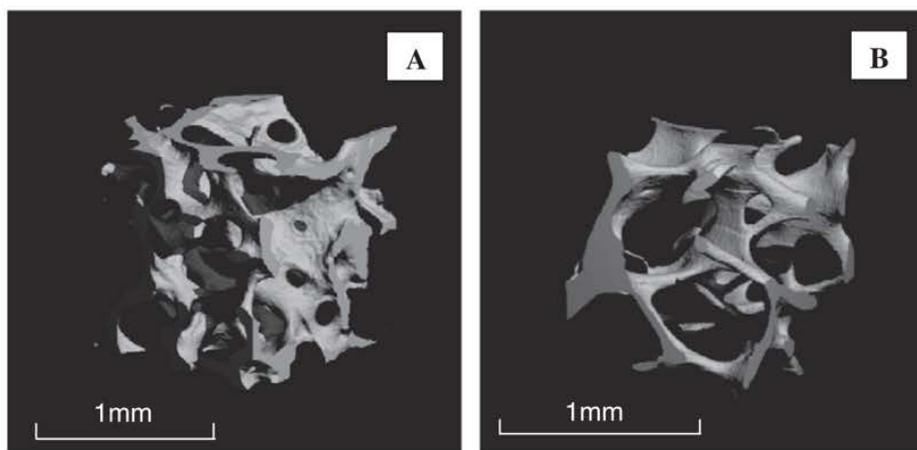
Images micro-CT reconstruites de biopsies bilatérales de crête iliaque de chèvre. (A) Au départ. (B) 6 mois après OVX. (94)
